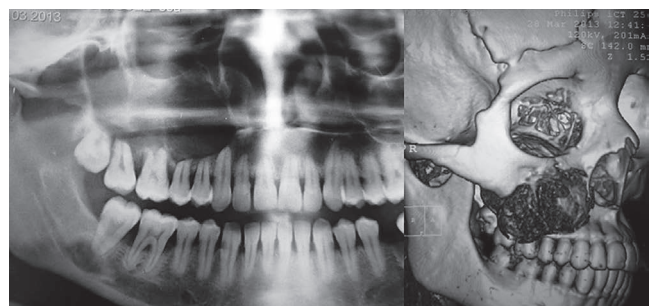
Observamos en radiografía ortopantomografía lesión en el área de canino superior derecho a3 molar. En la imagen 3D se observa destrucción de piso de órbita..
